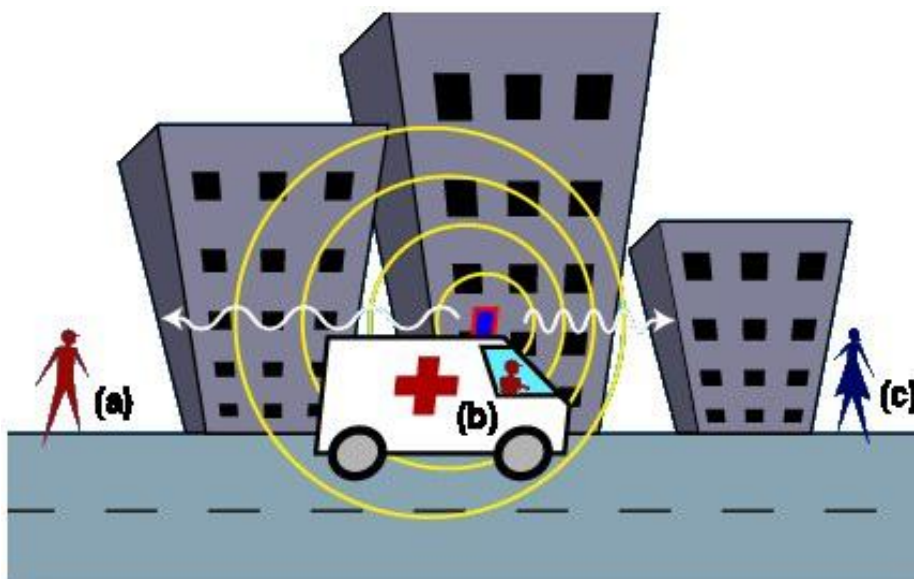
Efeito Doppler.
